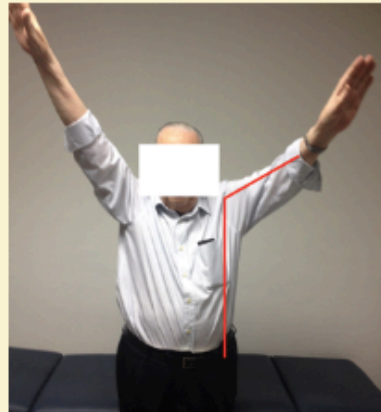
Resultados clínicos de paciente aleatorizado hacia la opción de tratamiento quirúrgico a los 12 meses de seguimiento. Mismo paciente que las radiografías de las Figs 5.16 y 5.17.
